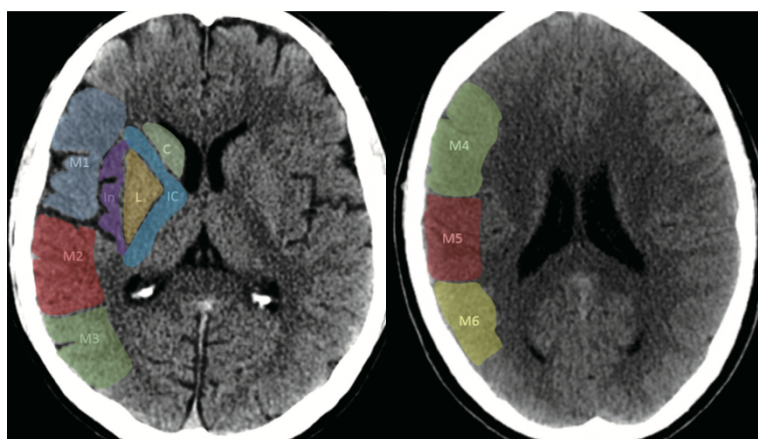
Sistema de pontuação ASPECTS em território da ACM - áreas identificadas a cor. (Abdalkader M, et al. *Journal of Stroke Res.*, 2023).
